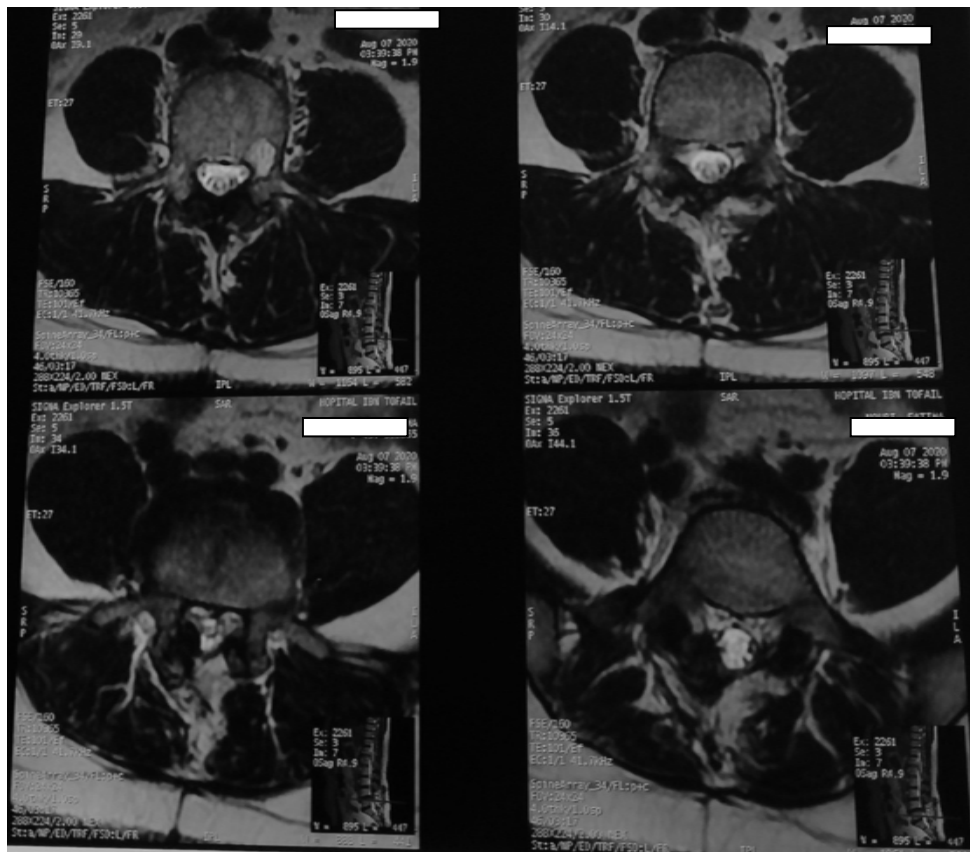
IRM lombaire ,coupe axiale T2
